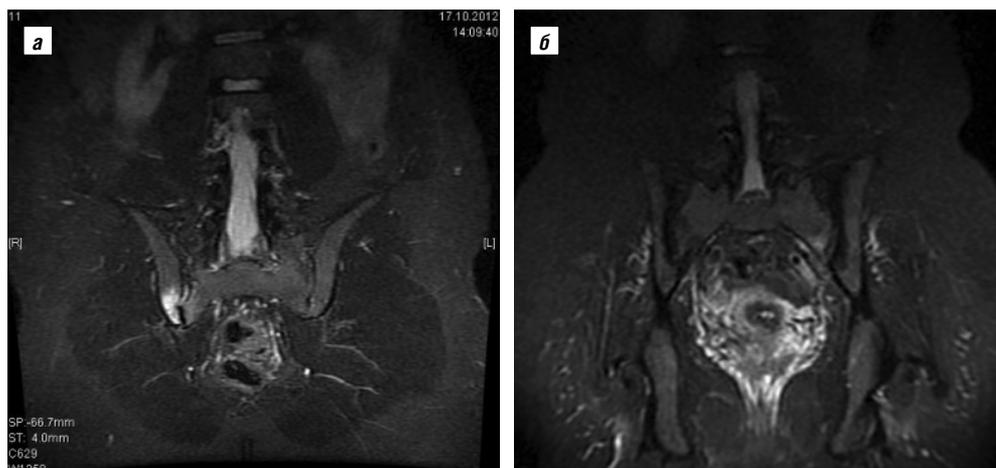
МРТ КПС в режиме STIR. а – правосторонний АСИ у больного рПсА, длительность болезни 1 год; б – левосторонний АСИ у больного рРА, длительность болезни 6 мес
